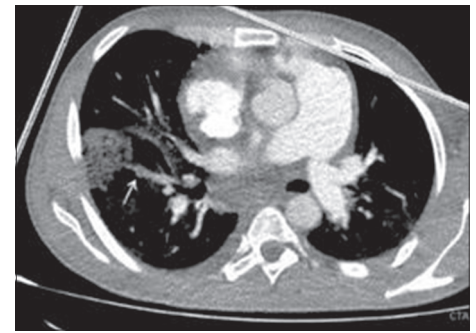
МСКТ-ангиография ЛА
